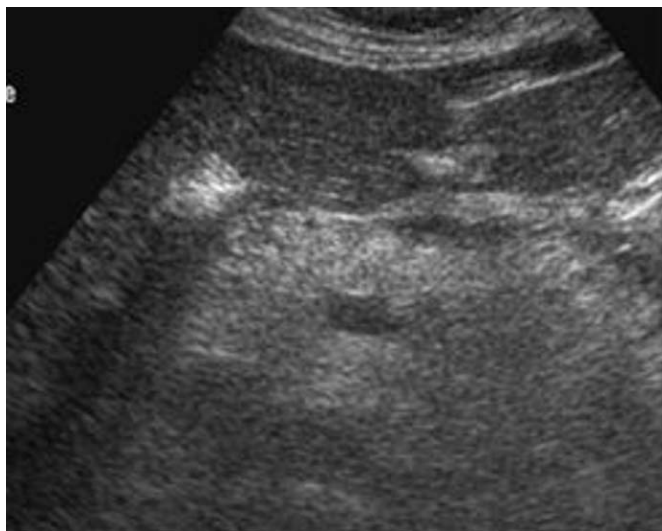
Coupe échographique centrée sur la loge pancréatique.
